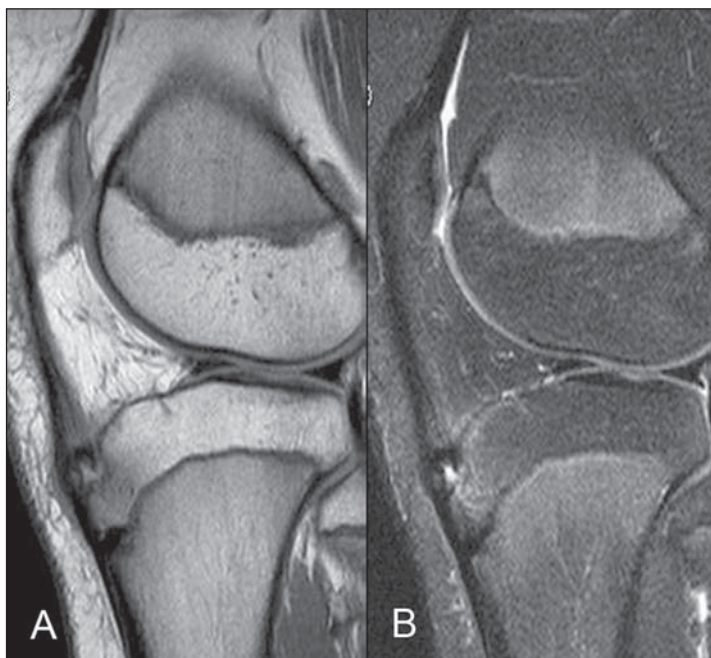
Doença de Osgood-Schlatter. RM ponderada em DP (A) e T2 (B) no plano sagital evidencia avulsão da apófise da tuberosidade anterior da tíbia, além da presença de líquido e edema nesta região.
